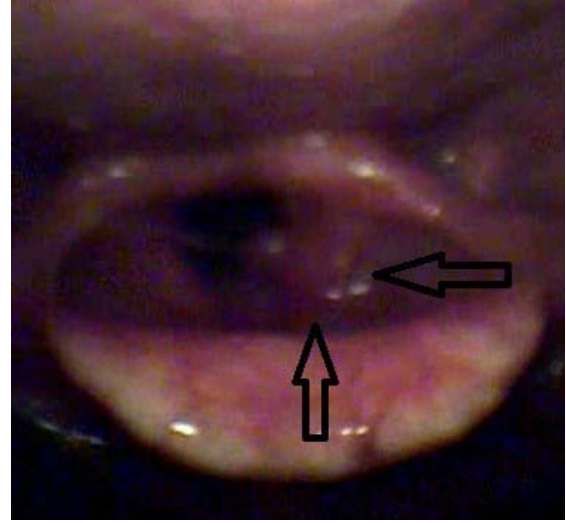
28 numaralı olgunun aksiyel BT (a), koronal MPR (b), SL (c) ve VL (d) görüntülerinde supraglottik yerleşimli kitle lezyon, histopatoloji sonucu yassı hücreli karsinom
